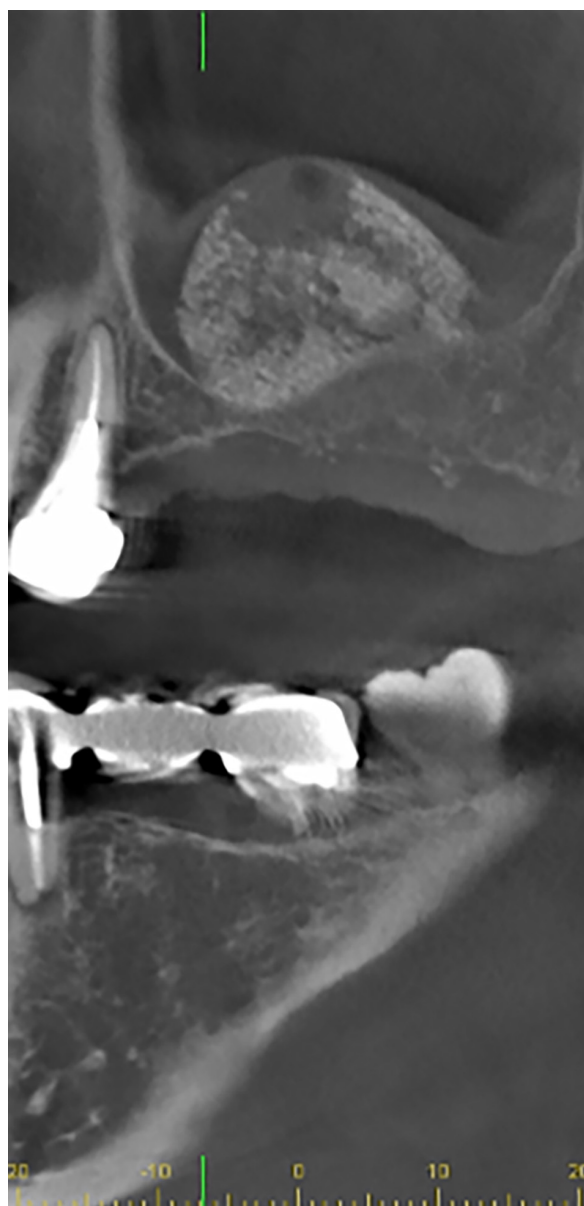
Corte frontal de exploración CBCT tras dos meses y medio de la elevación de seno.
